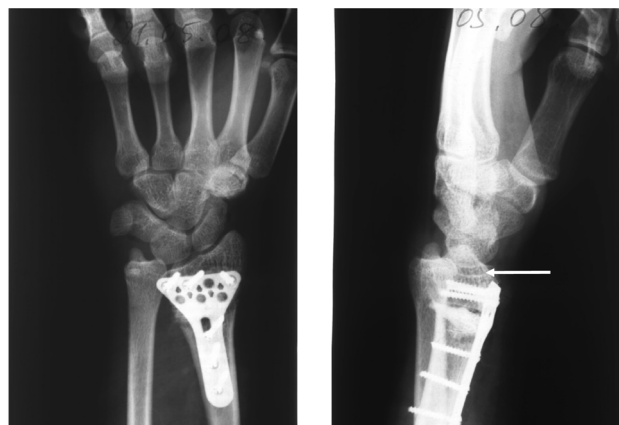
Рентгенограммы запястья пациента Х. Посттравматическая эпифизарная деформация дистального конца лучевой кости типа Маделунга, АКЗ ПАА. Интраоперационный результат корригирующей остеотомии, трансплантации фрагмента кости и на костного остеосинтеза:
